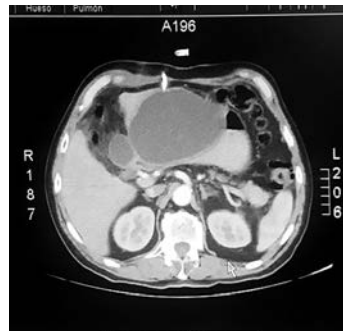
TC de abdomen donde puede verse la colección y el drenaje percutáneo in situ.
